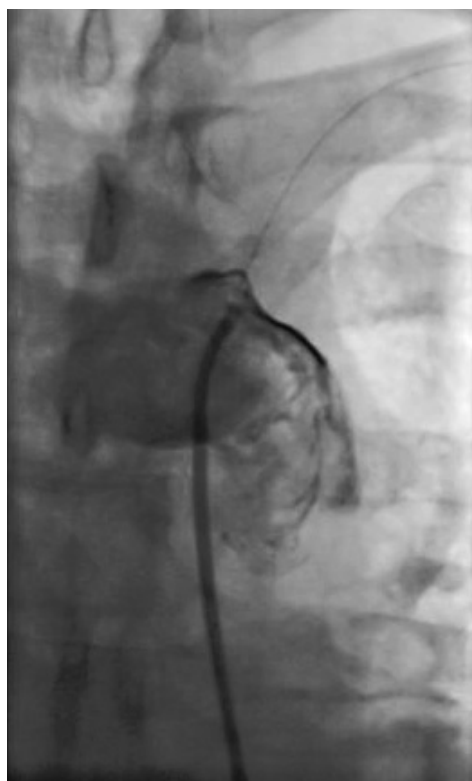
Оклюзія лівої підключичної артерії, у проксимальному сегменті (рентген-контрастне ангиографічне дослідження виконано через трансфеморальний доступ справа). Контурується дуга аорти.
